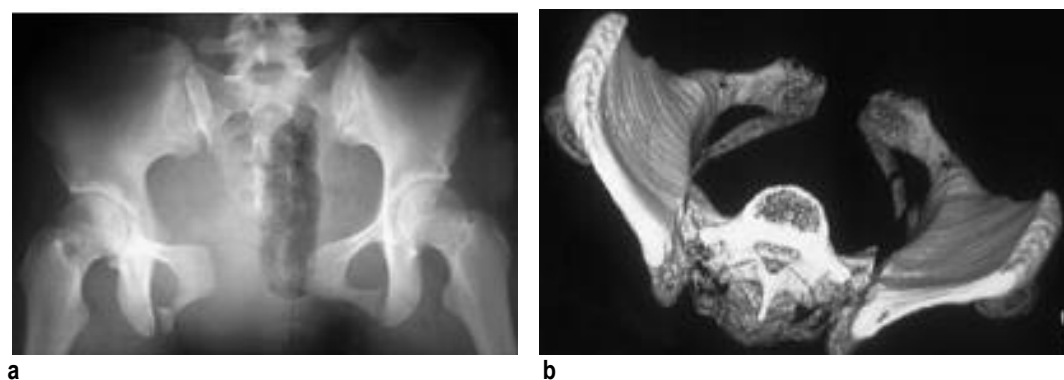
A,B Rx și reconstrucție CT - 3D fractură Tip B1.2
